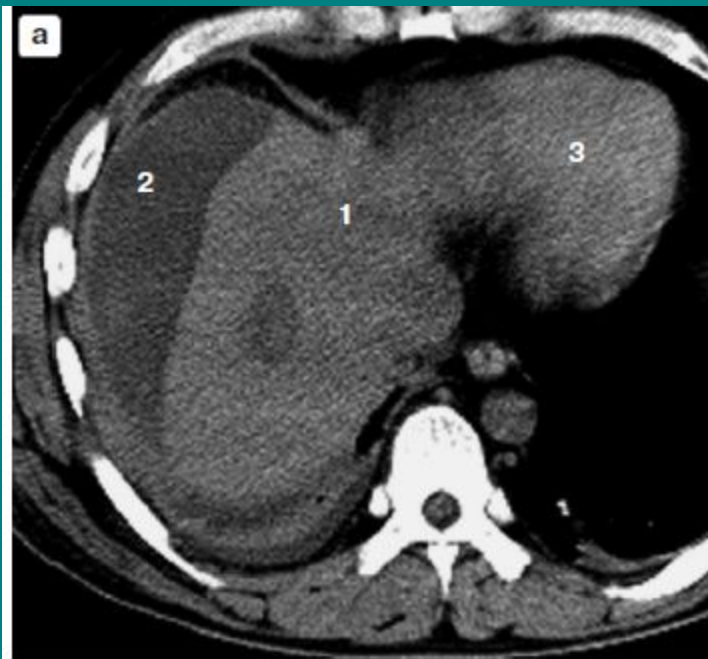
Компьютерные томограммы больного с суб-капсулярной инфицированной гематомой правой доли печени. а – до дренирования; б, в – КТ-фистулография; в – КТ-фистулография. 1 – паренхима печени; 2 – гематома; 3 – сердце; 4 – контрастное вещество; 5 – дренаж.
